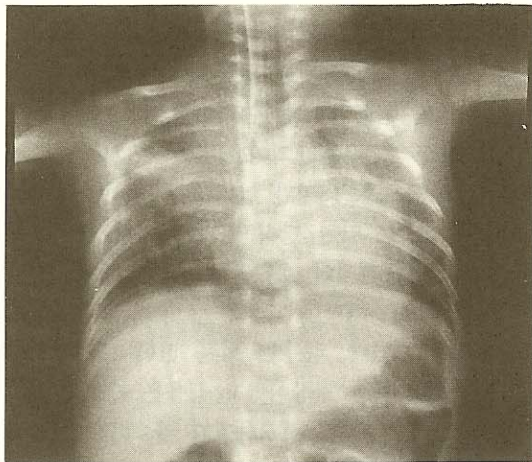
Chest X-ray findings. Chest AP shows ill-defined hazy bilateral parahilar pneumonic infiltration and hyperlucent lungs in the 4th admission day.
